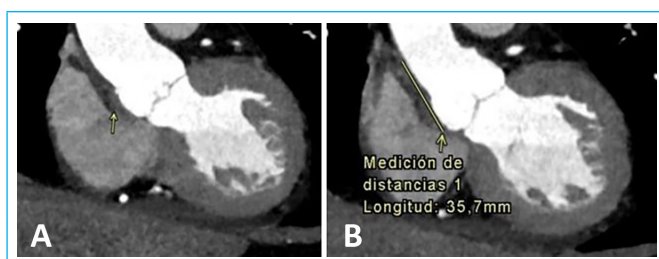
TC cardíaca. Imágenes coronales en fase arterial. A: se identifica un halo hipodenso rodeando la raíz aórtica desde el plano sinusal hasta el origen de la aorta torácica ascendente (*flechas amarillas*), de unos 36 mm de longitud. B: el mismo halo de unos 7 mm de espesor.
